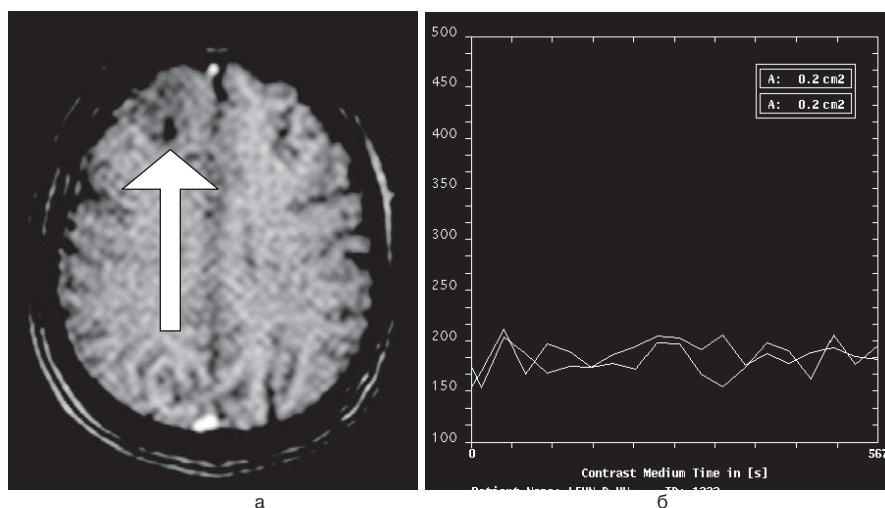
Результаты динамической контрастной МРТ у больной с доброкачественной астроцитомой правой лобной доли: а – постконтрастное T1 взвешенное изображение (T1 ВИ) в аксиальной проекции; б – кривая, демонстрирующая отсутствие контрастного усиления в доброкачественной астроцитоме.
